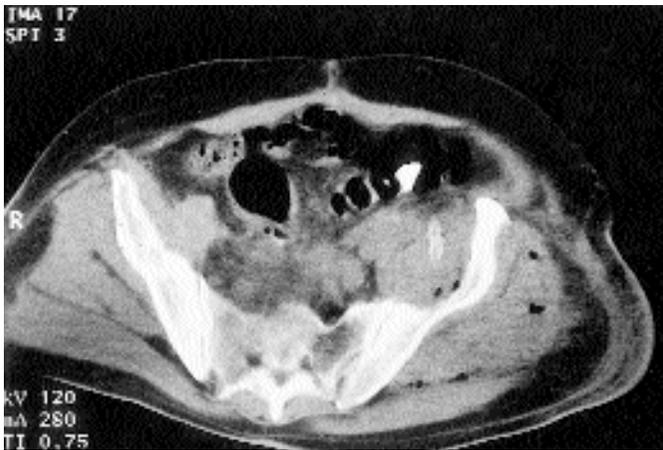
immagine TC: flemmone della parete pelvica con interessamento dei muscoli iliaco sinistro, piccolo gluteo, nello spazio compreso tra grande e medio gluteo, piriforme, degli adduttori e in prossimità della fascia lata.
